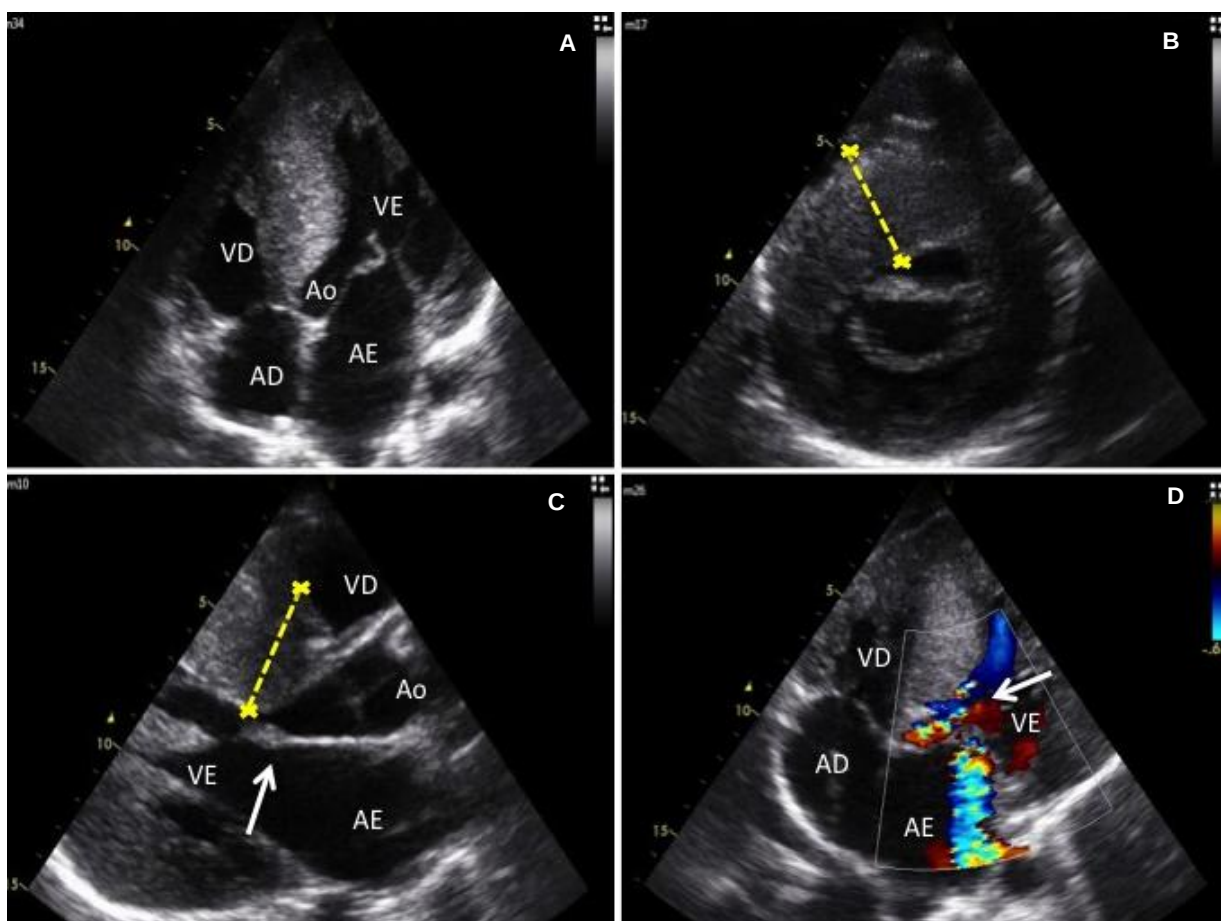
ECOTT do probando da família B. A) Corte apical de cinco câmaras do probando, evidenciando hipertrofia septal assimétrica do tipo curva reversa e aumento de AE. B) Corte parasternal transversal evidenciando hipertrofia de VE com predomínio na região do septo interventricular C) Corte parasternal longitudinal evidenciando hipertrofia ventricular esquerda, movimento sistólico anterior da válvula mitral (seta), aumento de AE e hipertrofia ventricular esquerda com predomínio em septo interventricular D) Corte apical de cinco câmaras, evidenciando turbilhonamento na via de saída do VE, denotando presença de obstrução no trato de saída do VE, além de insuficiência mitral moderada.
